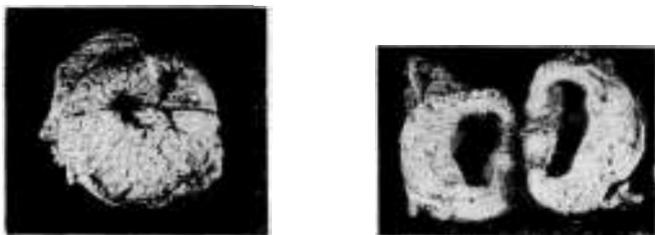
Fotografía del tumor que presenta una ulceración central, esto se traduce en la radiografía, por un depósito de bario.
